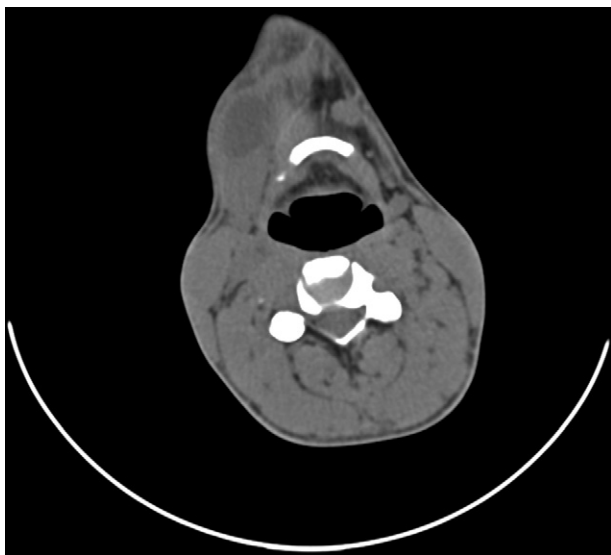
TC formación ovalada de 30 x 19 mm delante y en íntimo contacto con la cara anterior de la glándula submaxilar derecha.
